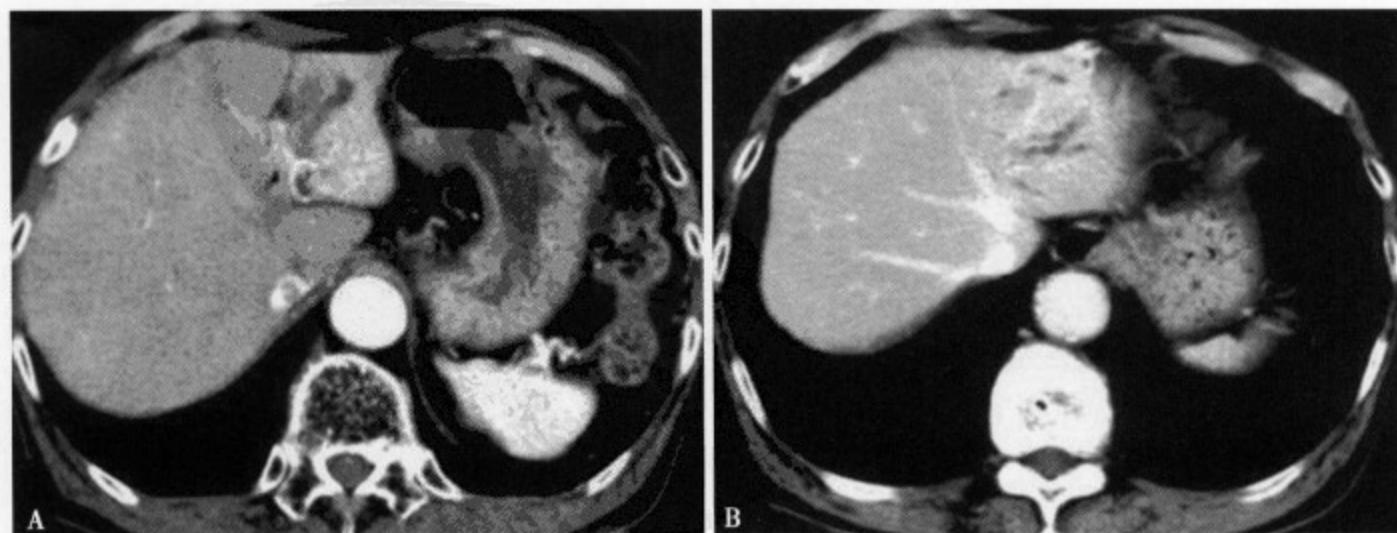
增强 CT 动脉早期 (A) 近肝门部显示不规则形低密度区，边界欠清，内见条状及环形强化；静脉期 (B) 近肝门部病灶呈中等强化，条状或环状增厚的胆管壁显示清楚
